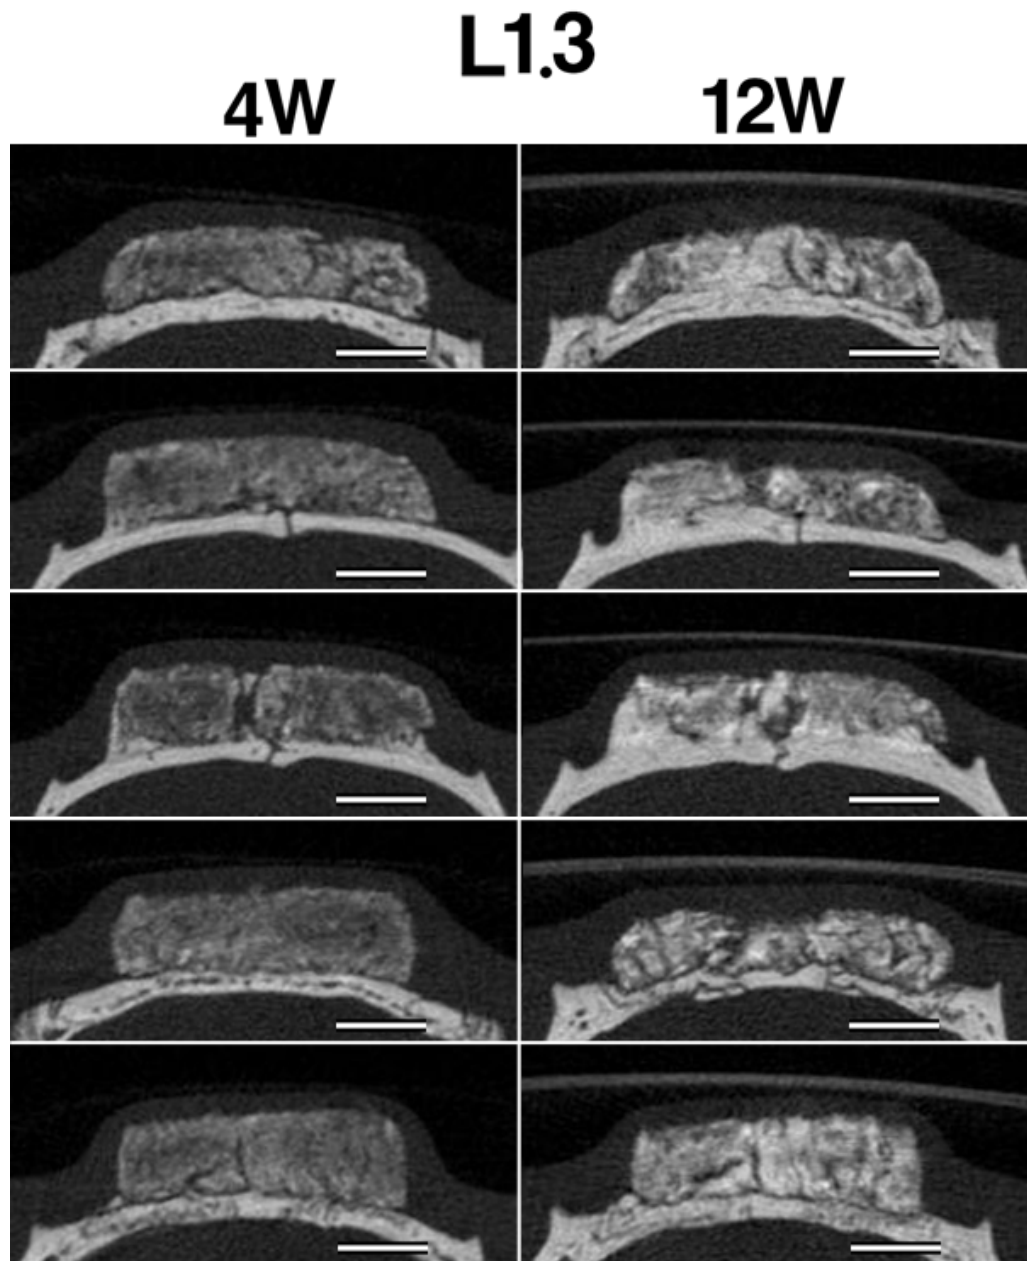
L1.3の埋入後4，12週時のマイクロCT像
